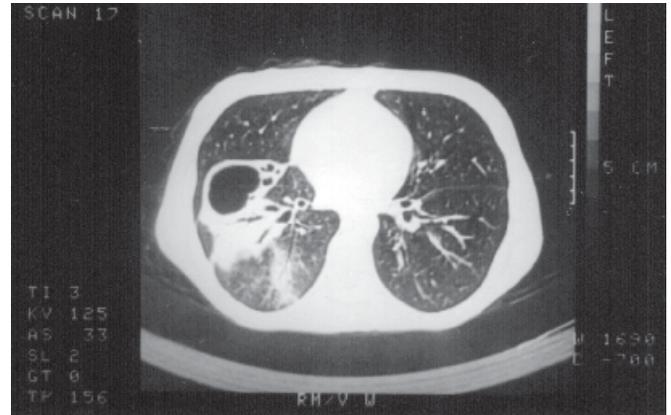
Tomografia computadorizada do tórax realizada em 22/8/96 demonstra cavidade de paredes espessas localizada no lobo inferior direito. Observa-se ainda infiltrado alveolar e bronquiectasias adjacentes.
